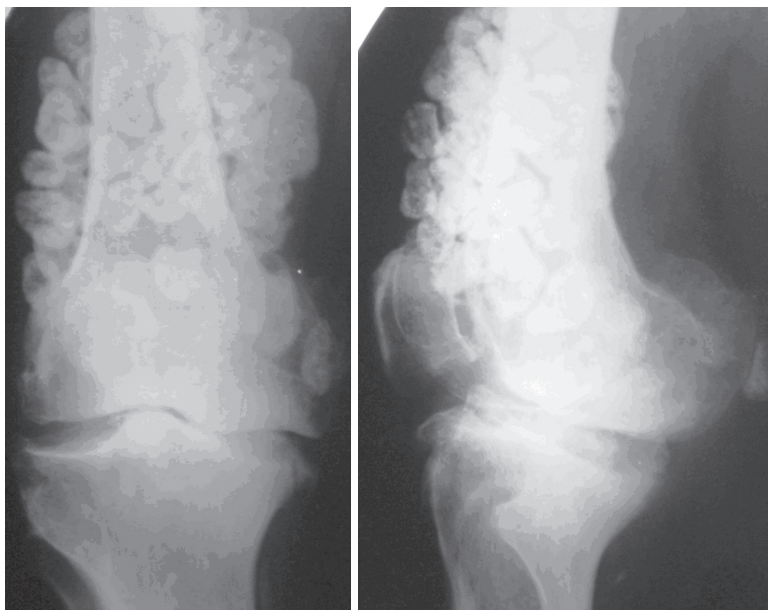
Рентгенография коленного сустава в прямой и боковой проекции при остеохондроматозе больного 3., 52 лет.
